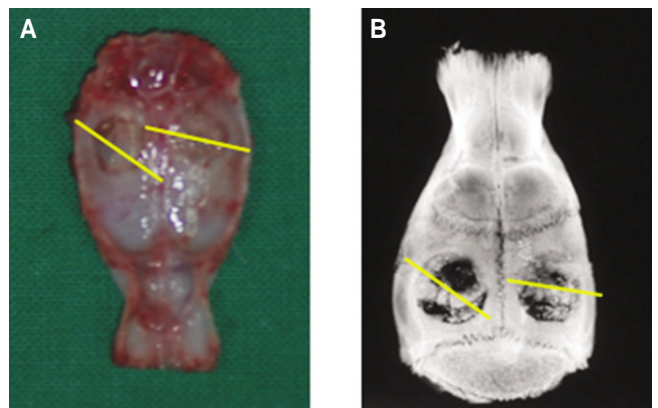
Midsagittal reference line for histomorphometric analysis. A. Harvested calvaria, B. Soft X-ray image.
